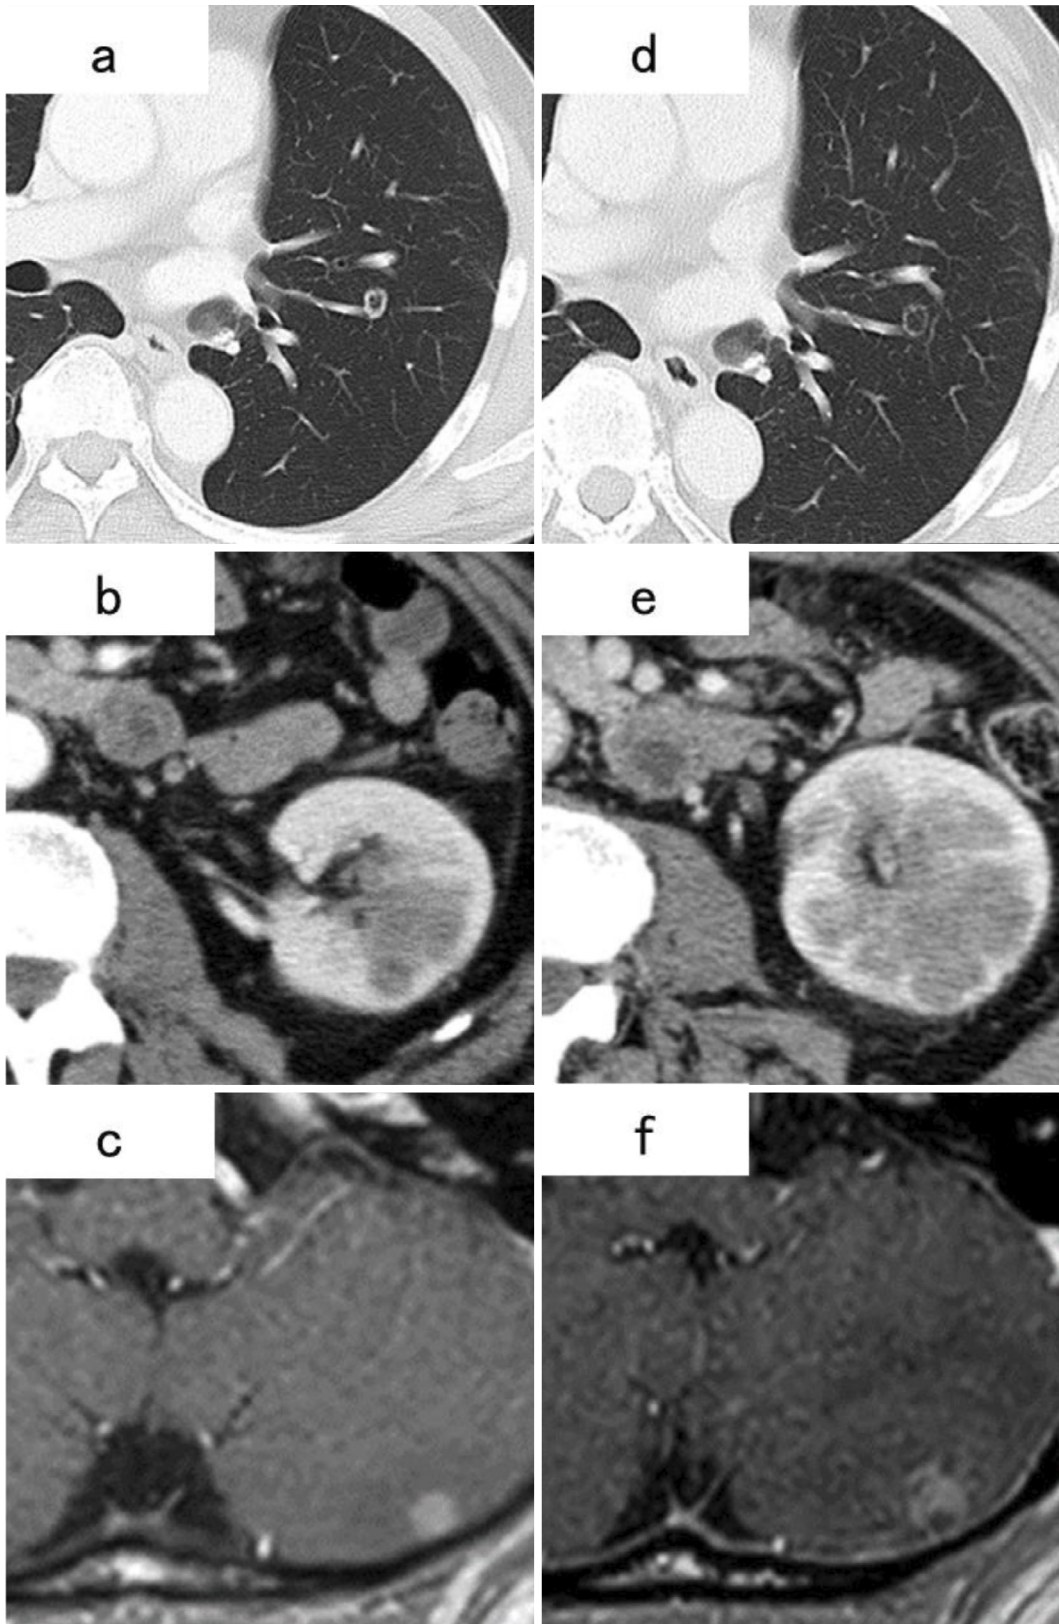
CT shows (a) lung metastasis in the left upper lobe and (b) left renal metastasis. (c) MRI shows left cerebral metastasis. After treatment with osimertinib, CT and MRI show that (d) the lung metastasis is reduced, and (e, f) the left renal and left cerebral metastases are increased.
